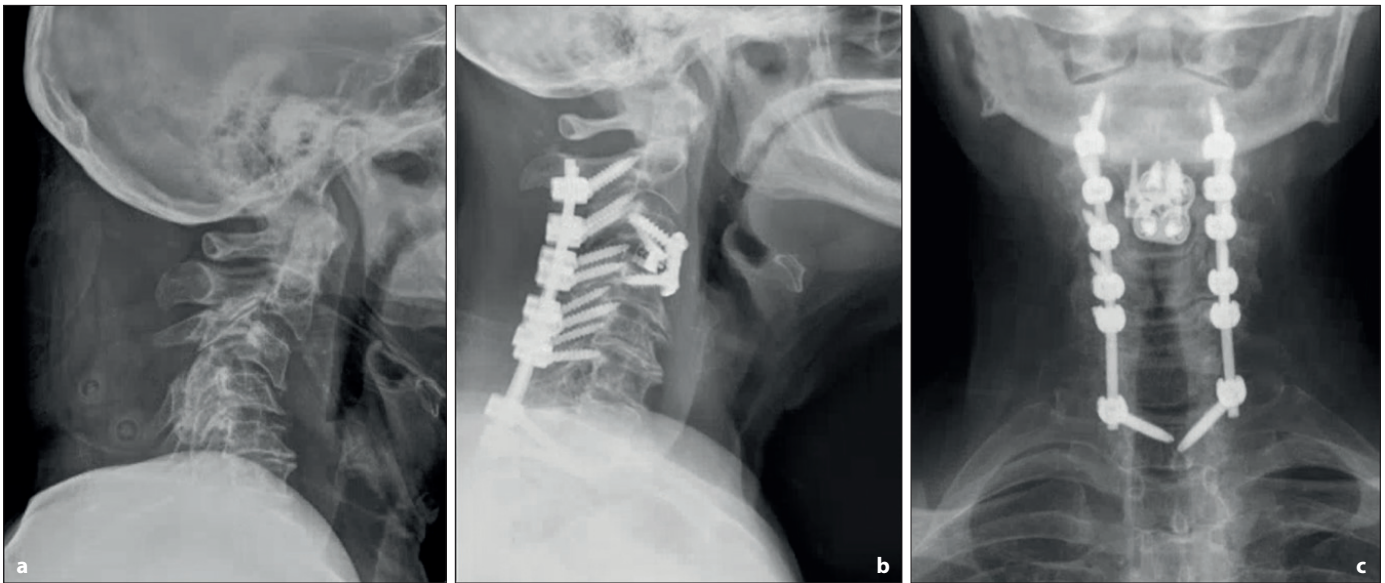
Mujer de 72 años de edad que luego de una caída sufrió una lesión espinal por distracción y una fractura inestable de las tres columnas que tuvo como resultado una cifosis postraumática. a Radiografía lateral luego del trauma que muestra una cifosis focal centrada al nivel de la lesión por distracción en C3-C4. b Radiografía lateral posoperatoria. c Radiografía anteroposterior posoperatoria que muestra un DCAF en C3-C4 y una fusión instrumentada posterior C2-T1.
